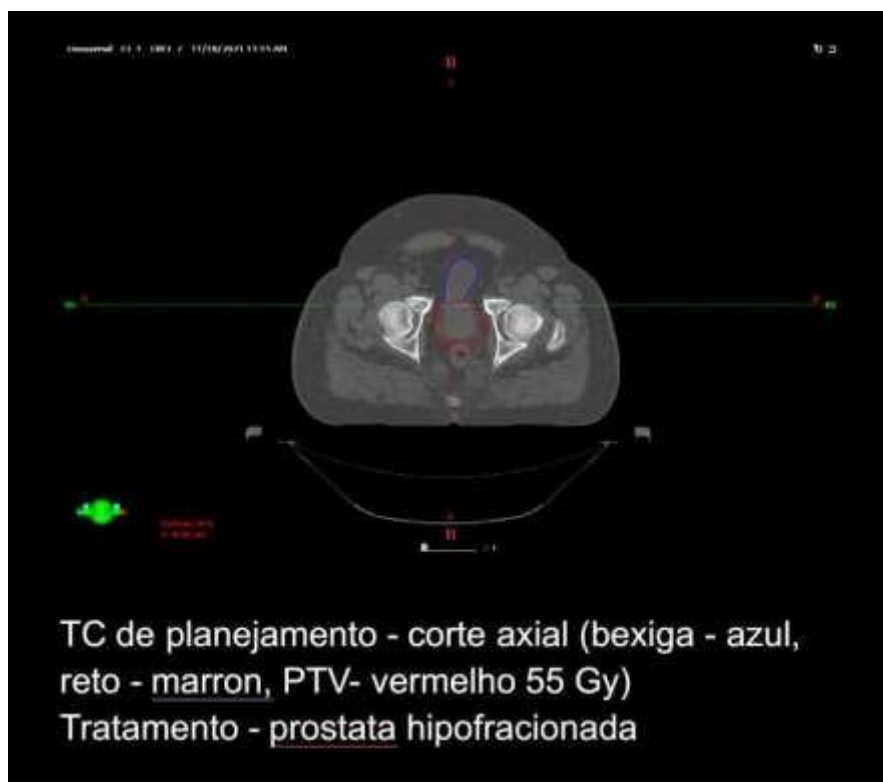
TC de Planejamento Corte Axial Tomógrafo Big Bore
